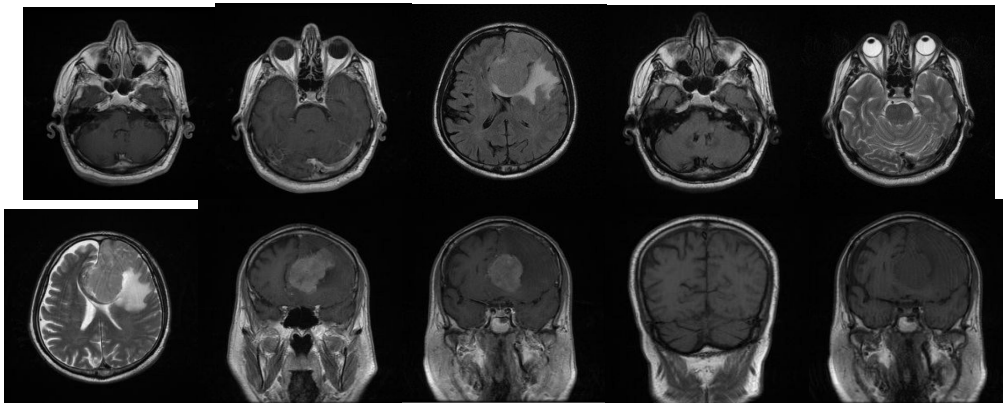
Exemple de imagini RMN folosite pentru testare.
